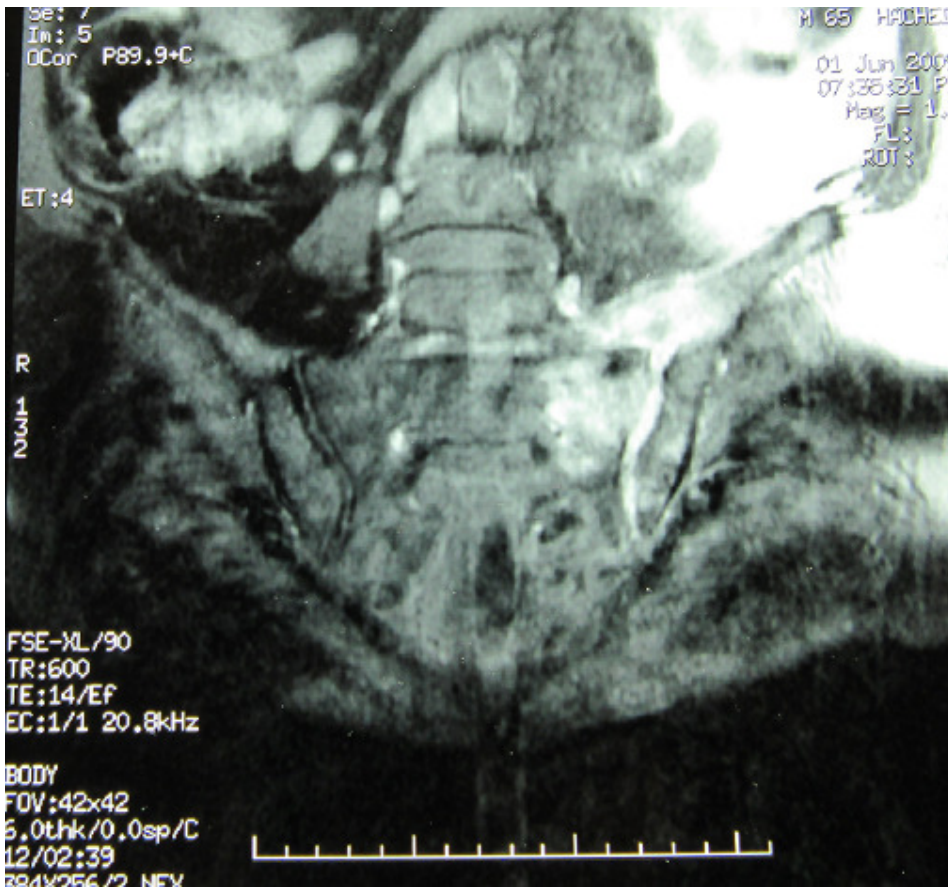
IRM des sacro-iliaques (séquence STIR): élargissement de l'interligne sacro-iliaque gauche avec érosions corticales et irrégularité des surfaces articulaires
